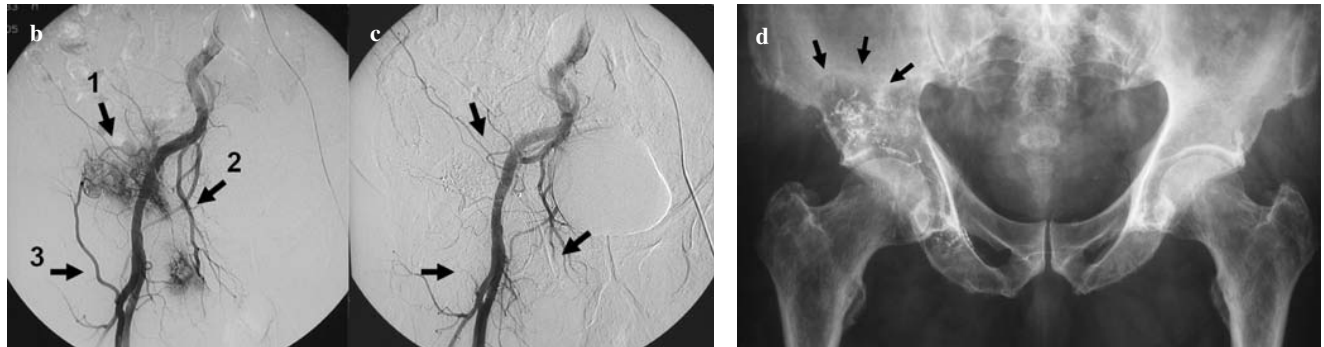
Radiografia in antero-posteriore delle pelvi di un paziente di 72 anni con una dolorosa metastasi sovra-acetabolare da carcinoma renale (*freccie*). b L'arteriografia digitale di sottrazione mostra la vascolarizzazione patologica che origina dai rami dell'arteria glutea superiore destra (*freccia 1*) e dell'arteria otturatoria (*freccia 2*), ed un ramo ipertrofico originato dall'arteria femorale profonda (*freccia 3*). c L'arteriografia digitale di sottrazione post-embolizzazione mostra l'occlusione dei vasi nutritizi (*freccie*). d La radiografia in antero-posteriore delle pelvi 10 mesi dopo l'embolizzazione mostra stabile la metastasi con alcune ossificazioni.
